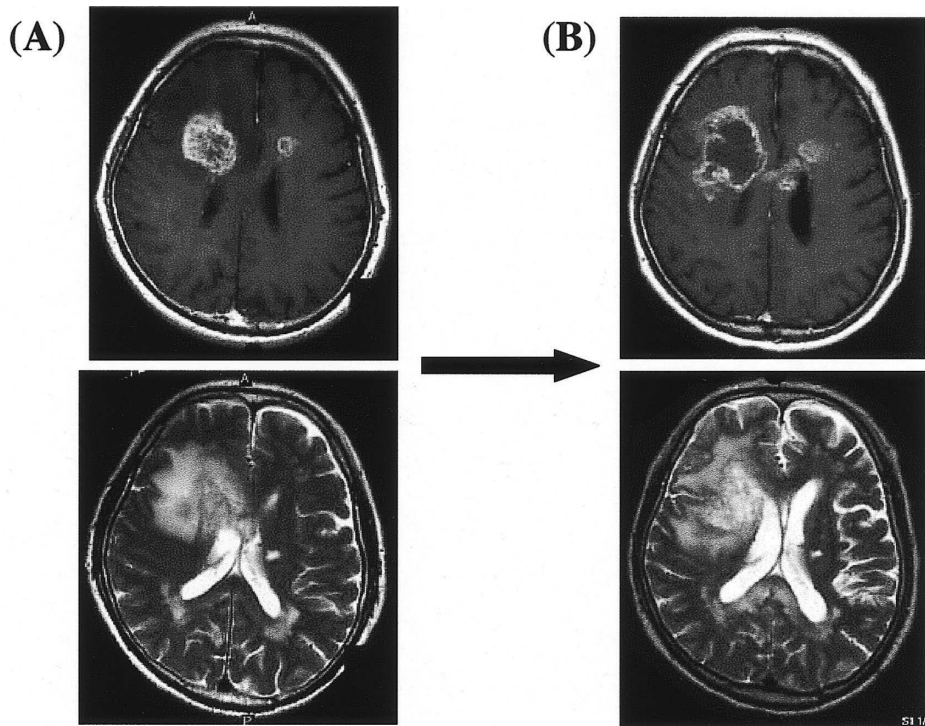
68 year-old man with GBM (glioblastoma) in the right frontal lobe. T1 weighted contrast enhanced (upper) and T2 weighted MRI (lower) before (A) and after 4 cycles of TMZ (temozolomide) (B) revealed progression of the tumor.
